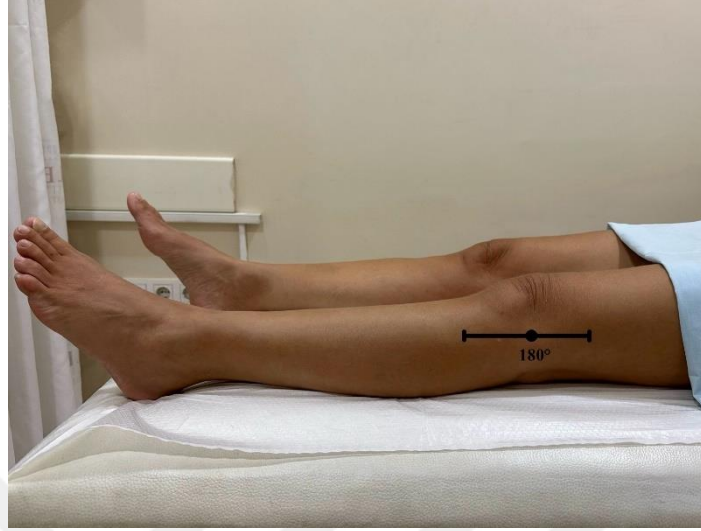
Sinovit değerlendirmesi için hasta pozisyonu(solda) ve üstten USG probunun yerleştirildiği noktalar(sağda). *Transvers planda medial ve lateral parapatellar boşluk, sinovit, PD ve effüzyon değerlendirmesinde ve diz tam ekstansiyonda iken incelenmektedir
